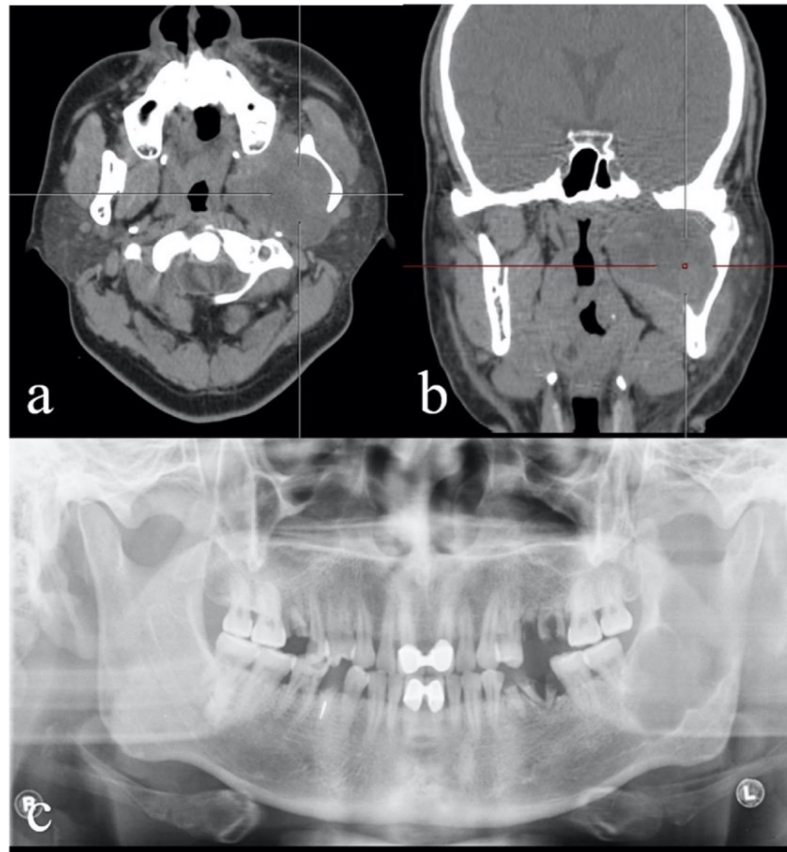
Patient*in mit einem intraossären Schwannom des Unterkiefers mit Beteiligung des Foramen ovale. (a) CT-Scan, axiale Ansicht; Der rote Pfeil zeigt die Erweiterung des Foramen mandibula. (b) CT-Scan, koronale Ansicht; Der gelbe Pfeil zeigt die Erweiterung (1)
